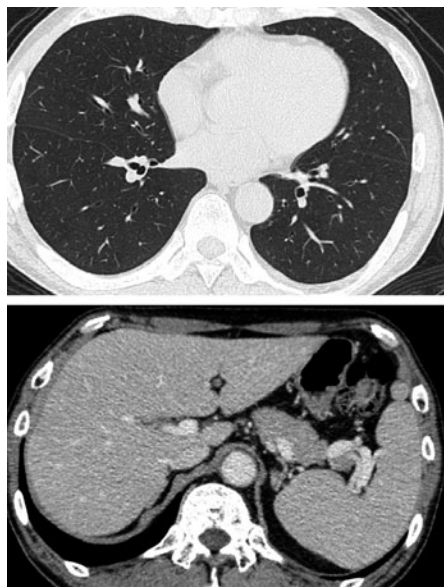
CT findings. No abnormal opacities are found on chest CT scans (1.0mm slice). An abdominal CT image reveals splenomegaly.
